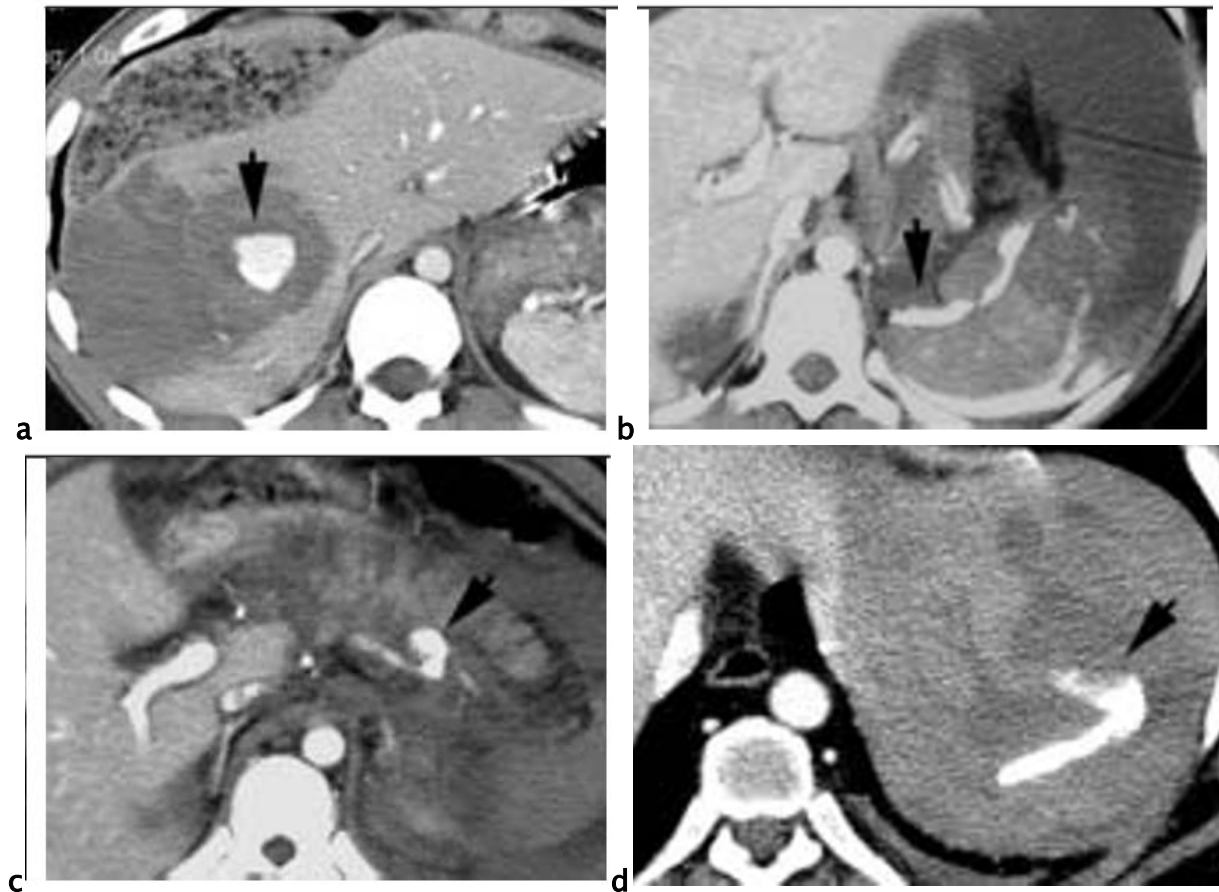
Hémorragie active en TDM:
